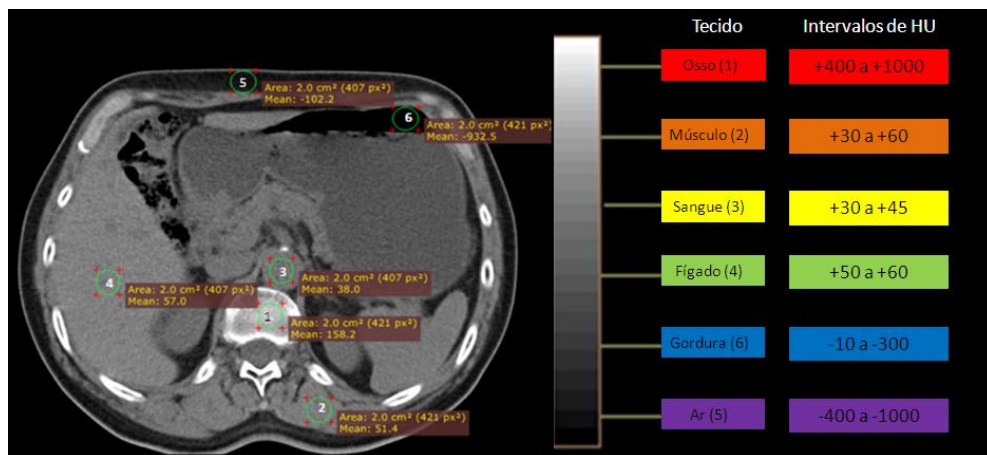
Imagem de TC abdominal e respetivas unidades de *Hounsfield*.
